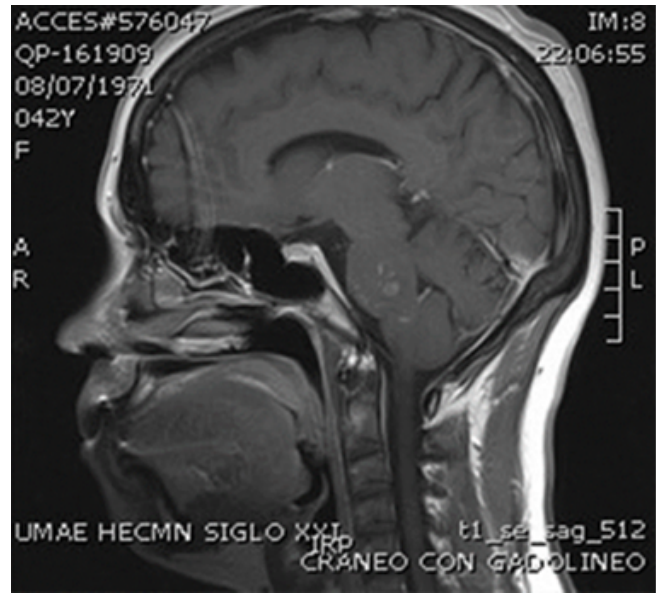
IRM corte sagital en ponderación T1 con gadolinio, se observan lesiones “en sal y pimienta” en región pontina.
